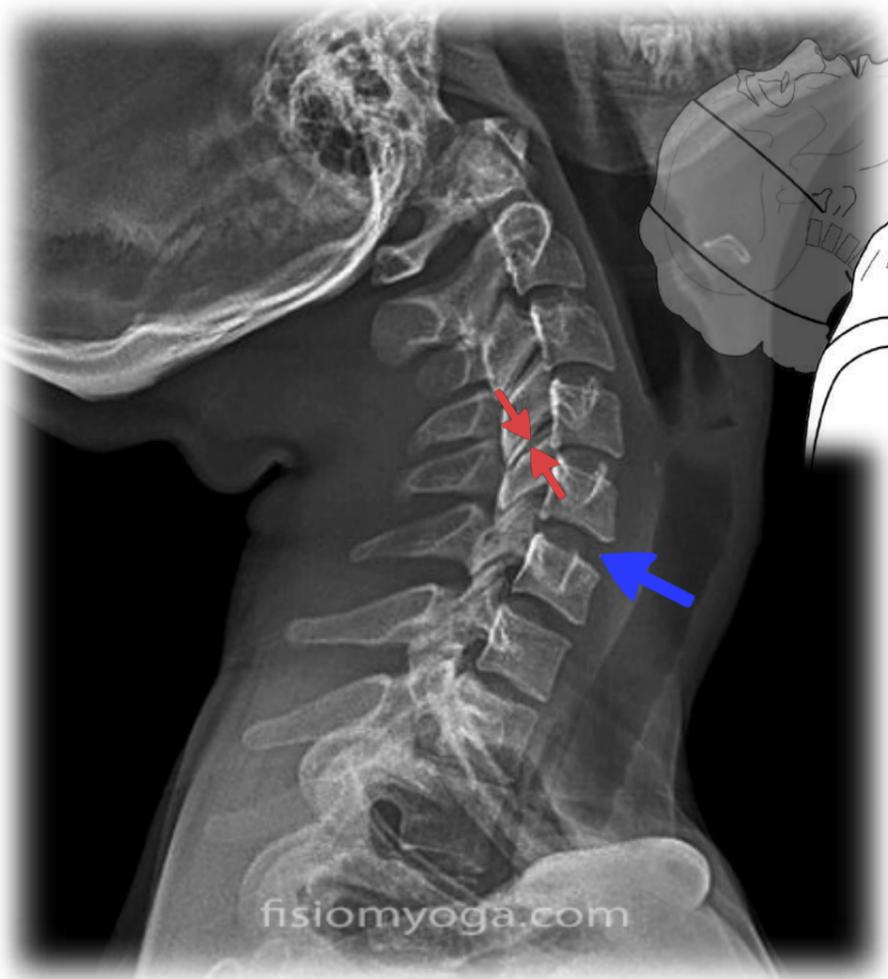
Radiografía funcional en extensión cervical
